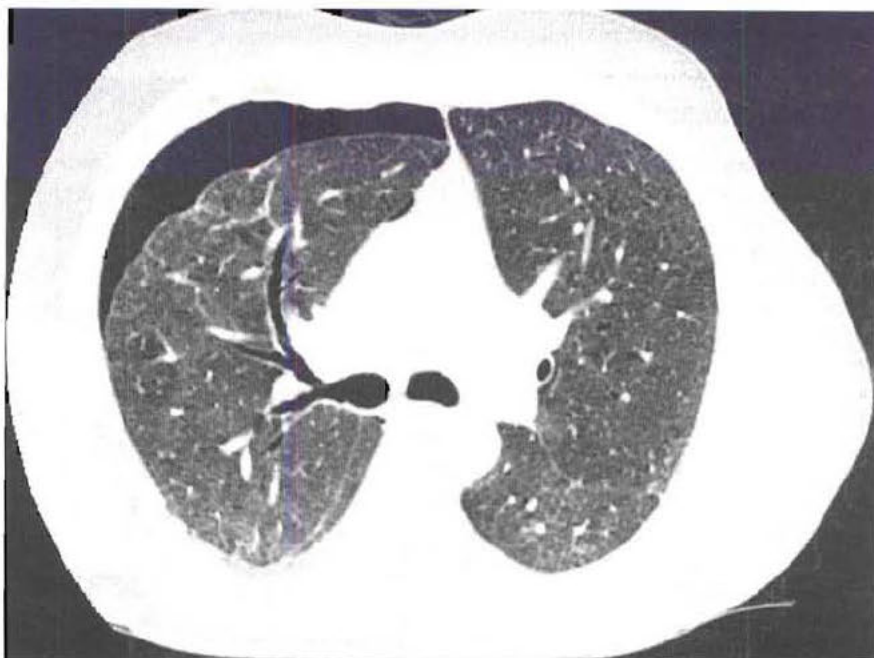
Pneumothorax. La TDM montre les mêmes anomalies que sur le cliché thoracique ; les limites du pneumothorax droit sont parfaitement visibles.
